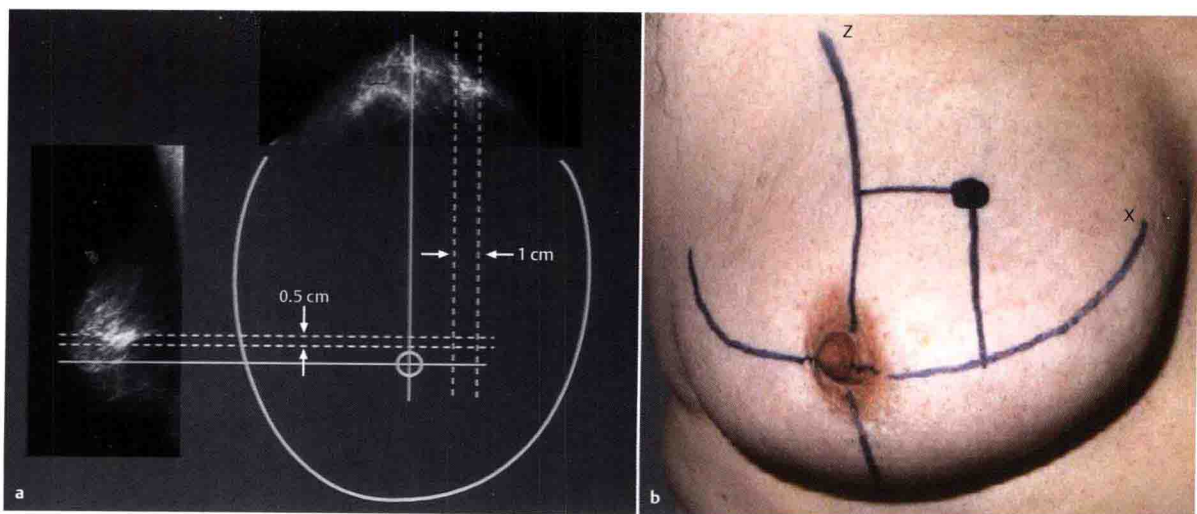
CC位和ML位乳腺X线摄影，把病灶位置转移到坐标系和乳腺上。乳头作为参考点，翻转头尾位，绘出参考草图。参考系统中肿块位置的投影（a）。乳腺表面的参考图（b）。
